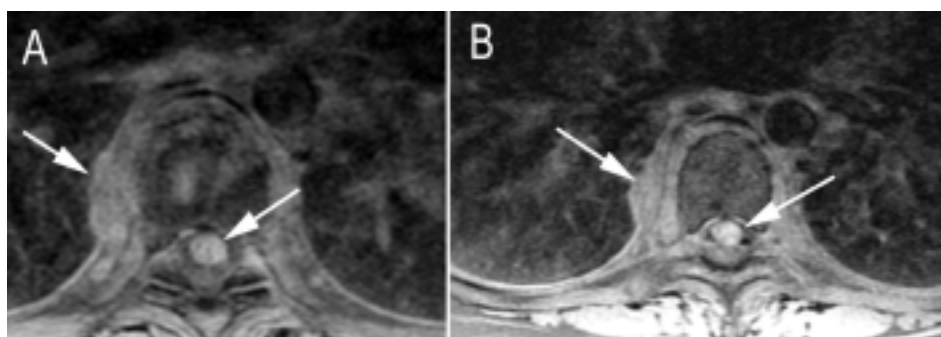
(A y B) RM en plano axial del nivel D7-D8 en secuencias T1 simple y T1 posgadolinio. Las imágenes muestran la importante disminución del componente inflamatorio paravertebral e intrarraquídeo cuando se compara con el estudio previo.
